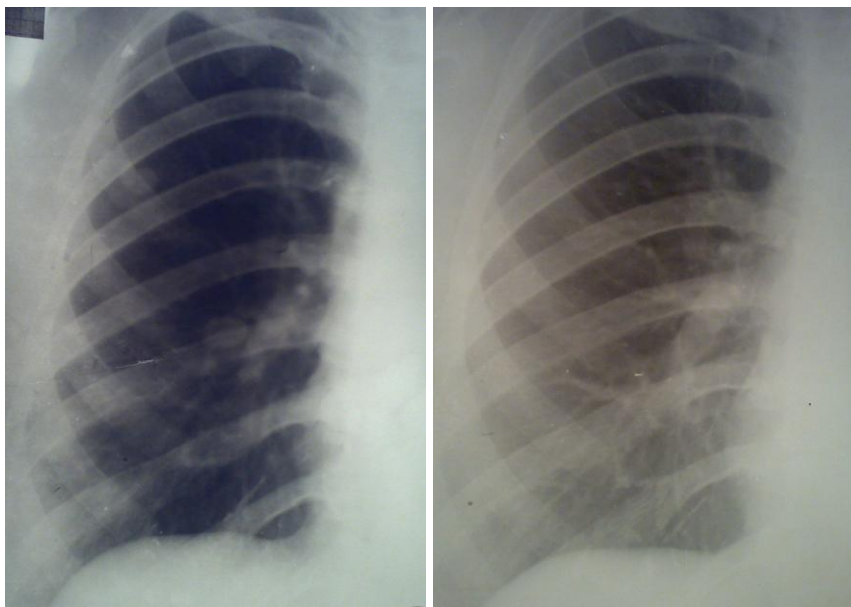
Рентгенограммы больного до и после химиотерапии
